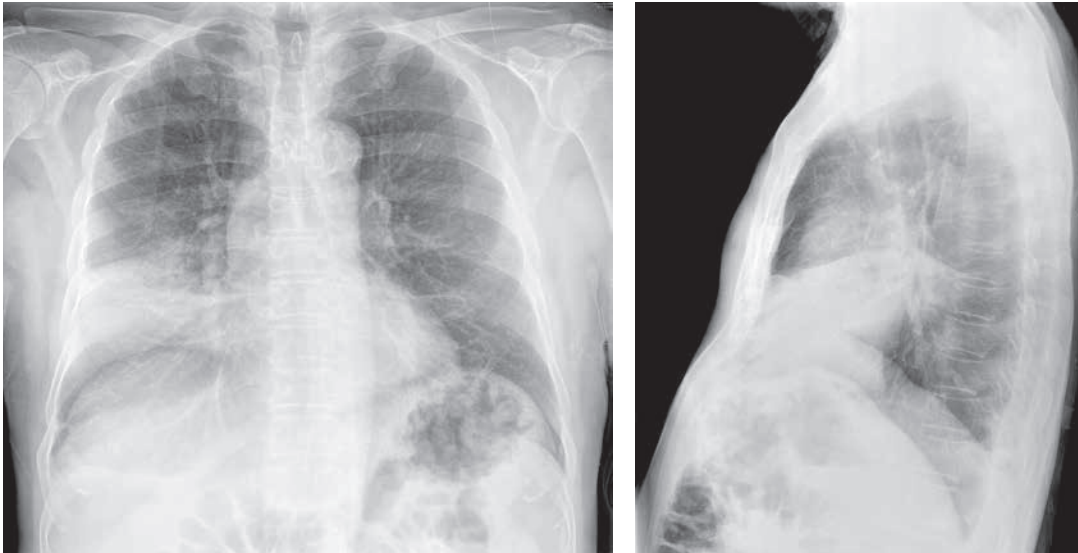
Radiografía PA y lateral de tórax: aumento de densidad en el LM.
